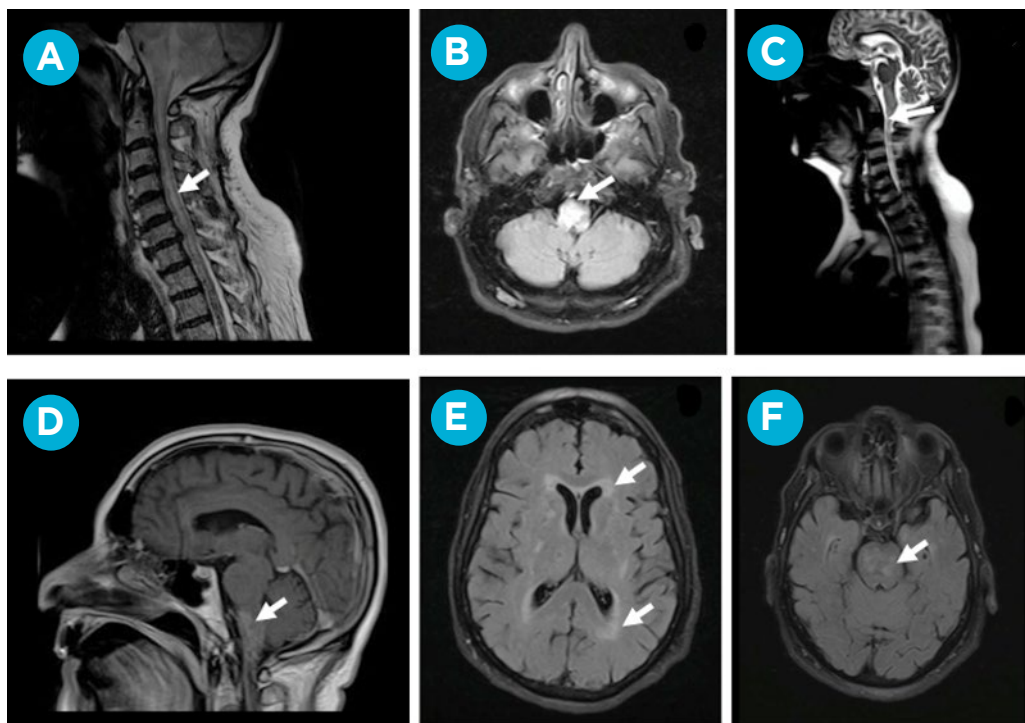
Imágenes de resonancia magnética del caso. A: Lesiones hiperintensas intramedulares que comprometen desde C1 hasta C7-D1 en T2 Flair. B: Lesión hiperintensa en la región anteroposterior del bulbo raquídeo en T2 Flair. C: Lesión hiperintensa en la región dorsal del bulbo raquídeo (área postrema) en T2 Flair. D: Lesiones hiperintensas en tronco encefálico a predominio de mesencéfalo y bulbo en T2 Flair. E: Lesiones hiperintensas en regiones periventriculares bilaterales en T2 Flair. F: Lesiones hiperintensas bulbo en T2 Flair.
